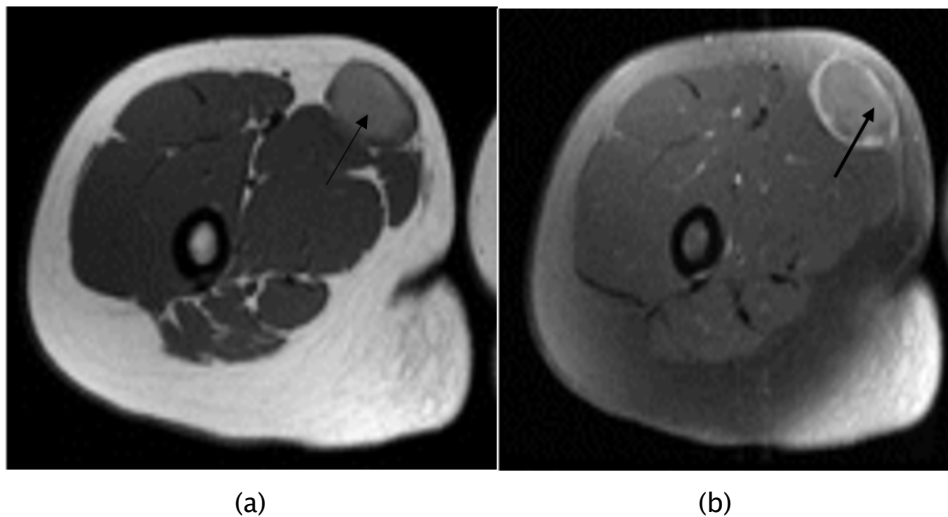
Tumeur neuroectodermique primitive chez une fillette de 11 ans au niveau de la cuisse droite (flèche). (a) L'IRM axiale pondérée T1 montre une masse hyperintense sous-cutanée bien définie. (b) L'IRM pondérée T2 avec suppression des graisses axiales montre que la masse est principalement de forte intensité de signal, avec quelques petits foyers de faible intensité. (45)
